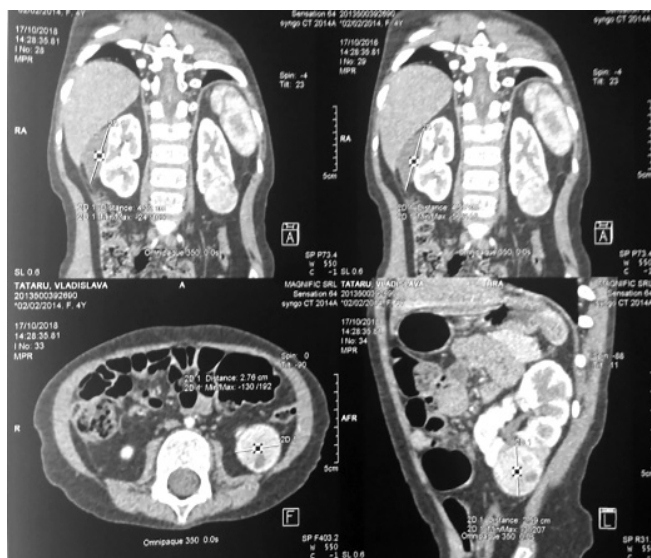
Tomografie computerizată a abdomenului (din 17.10.2018)
